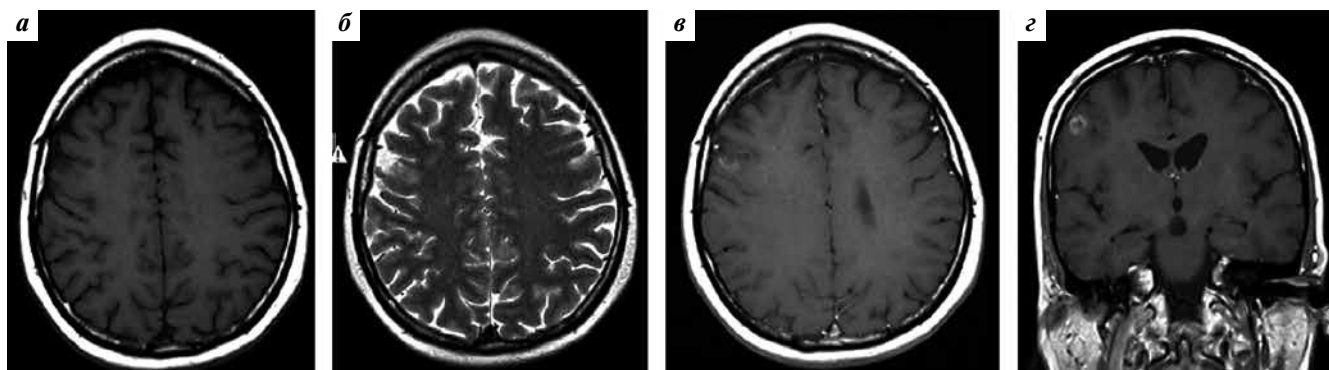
Магнитно-резонансная томография головного мозга пациентки Б. от 23.10.2013 в режимах T1-взвешенных изображений (ВИ) (а), T2-ВИ (б) и T1-ВИ после внутривенного контрастирования (в, г). Очаговое образование в правой лобно-теменной области, накапливающее контрастный препарат по периферии и окруженное небольшой зоной отека
